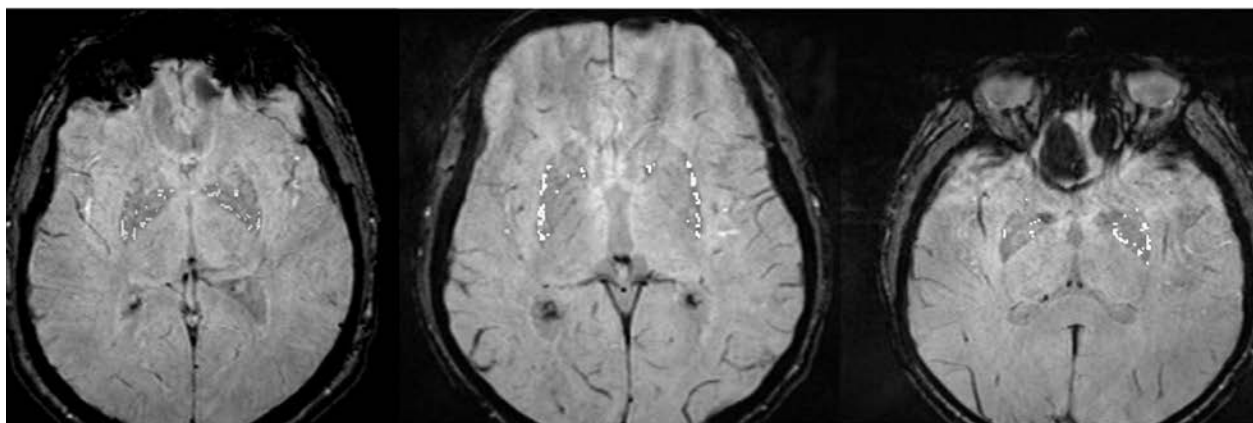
SWI МРТ зображення із виділенням найбільш гіпоінтенсивних ділянок ($SI < 200$). На знімках представлені досліджувані із незначним відкладанням залізовмісних молекул (менше 100 гіпоінтенсивних вокселів загалом).
